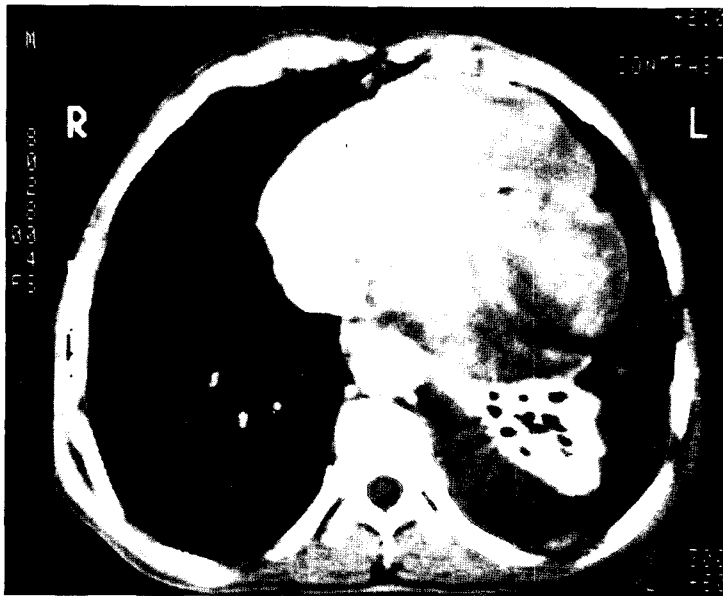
Chest computerized tomography showing a multilobulated mass located in the anterior and middle mediastinum, measuring 10cm in the largest diameter.
